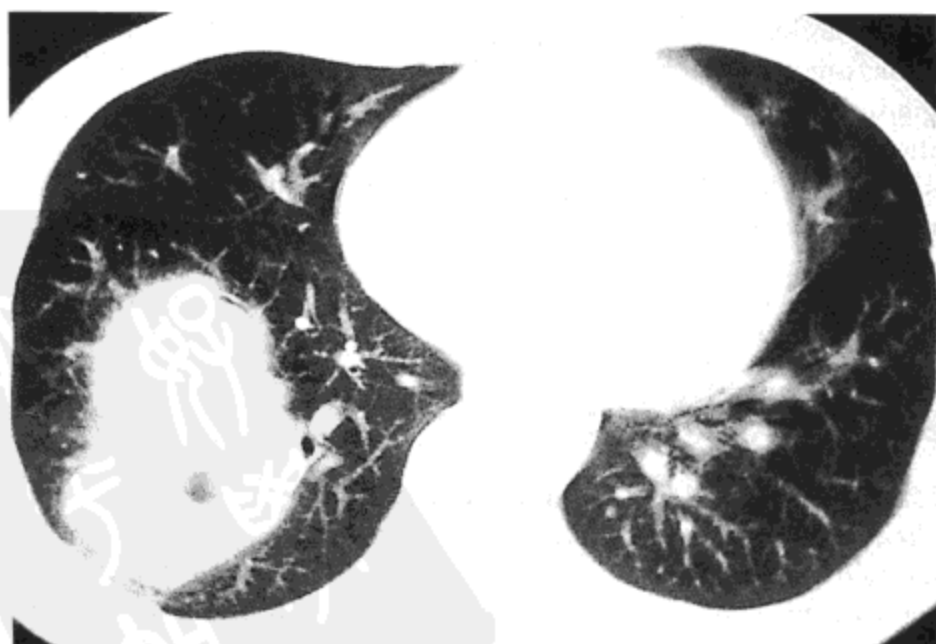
艾滋病相关性非霍奇金淋巴瘤。CT影像(10 mm层厚)显示右肺下叶内界限清楚的肿块伴局部空洞形成。病人为一35岁艾滋病男病人。
